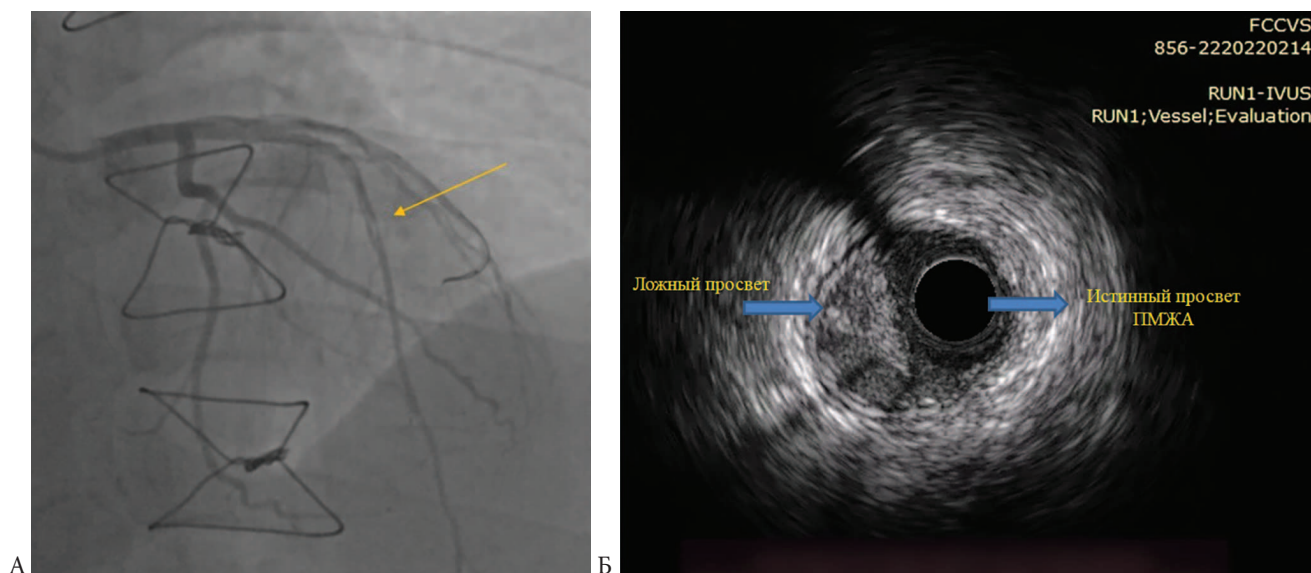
Коронарография и ВСУЗИ после операции (на 6-ые сутки от поступления) пациента
